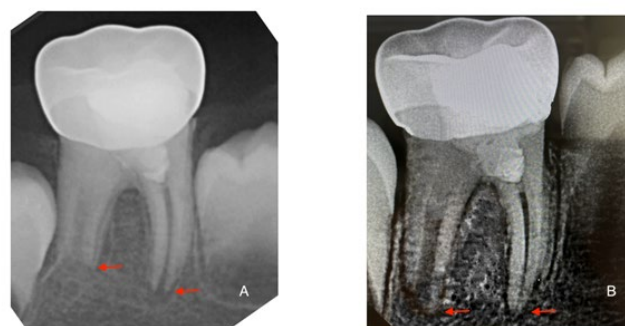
Radiographic images taken 9 months (A) and (B) 1.5 years after treatment
